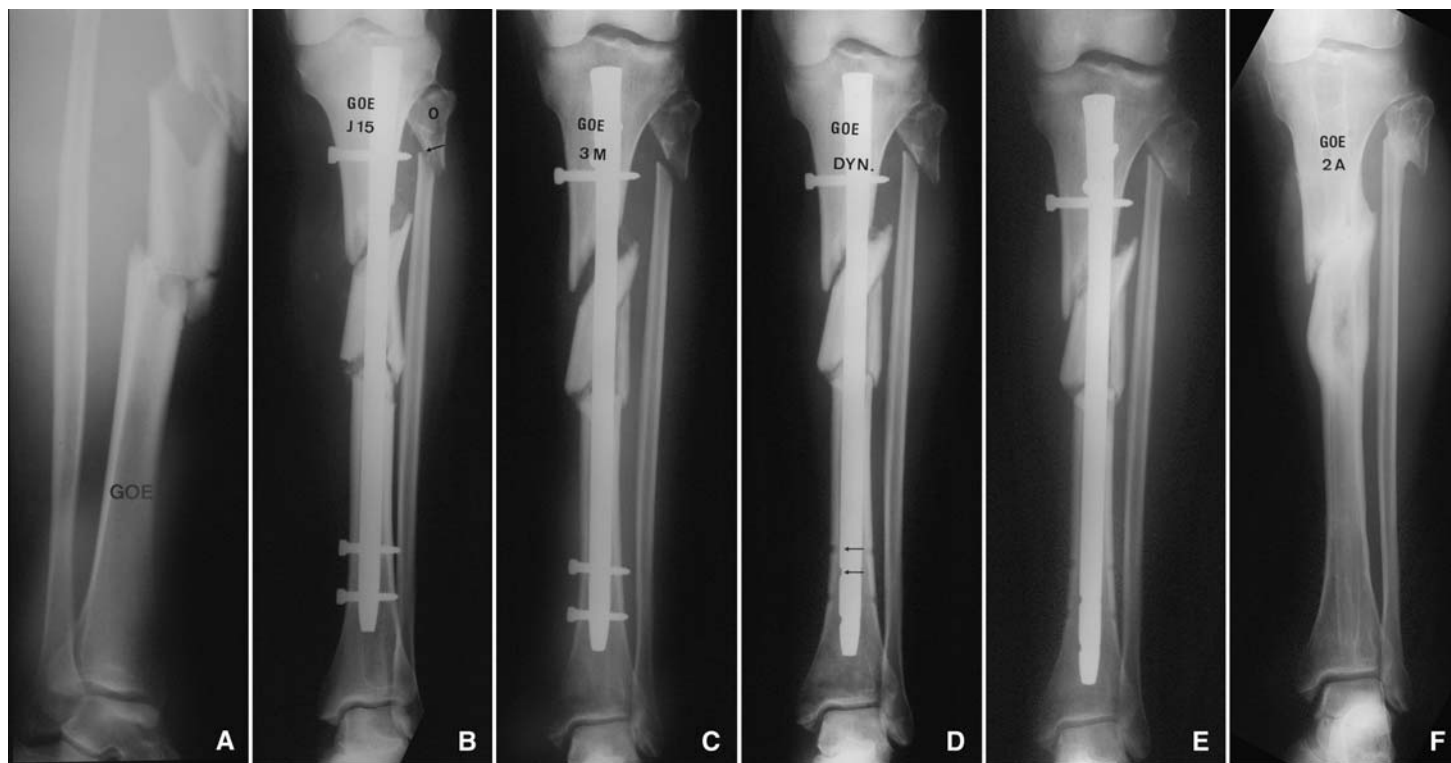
Fracture bifocale de jambe chez une femme de 36 ans (A). Enclouage verrouillé statique qui restaure la longueur mais avec bascule du fragment intermédiaire refendu, ce qui empêche un bon contact interfragmentaire proximal (B). Retard de consolidation avec important écart interfragmentaire à 2 mois (C), ce qui impose une dynamisation (D), qui fera perdre 20 mm de longueur (E) mais permettra la consolidation avec un axe correct : radiographies à 2 ans après ablation du clou (F).
